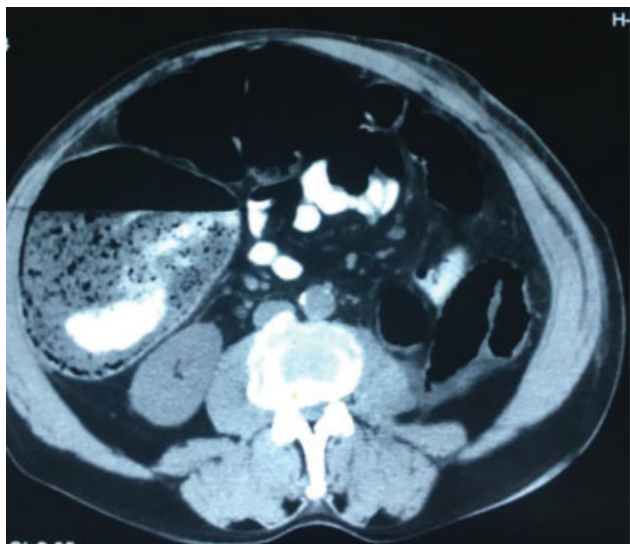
La TC abdominal mostró una dilatación de todo el intestino y un diámetro cecal de hasta 12 cm.
